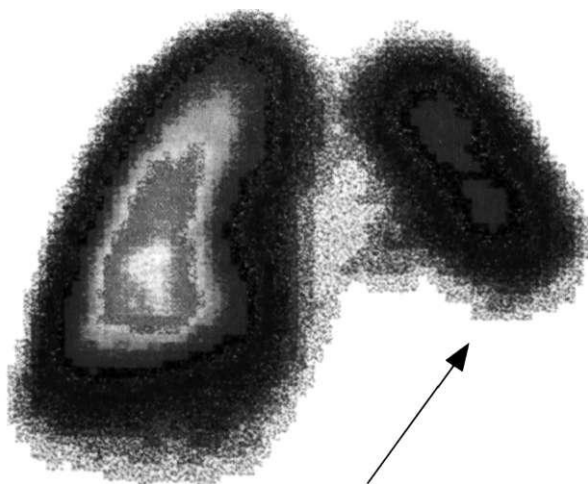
Радиоизотопное исследование лёгких при бронхоэктазах нижней Доли слева. Редукция перфузии в этой области (указана стрелкой).
